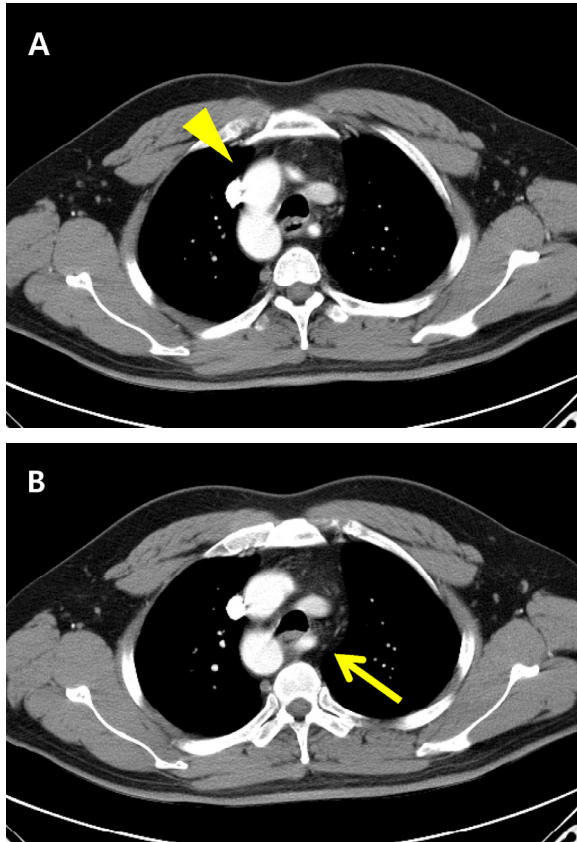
CT findings. A right side aortic arch (arrowhead). B Left aberrant subclavian artery (arrow)
